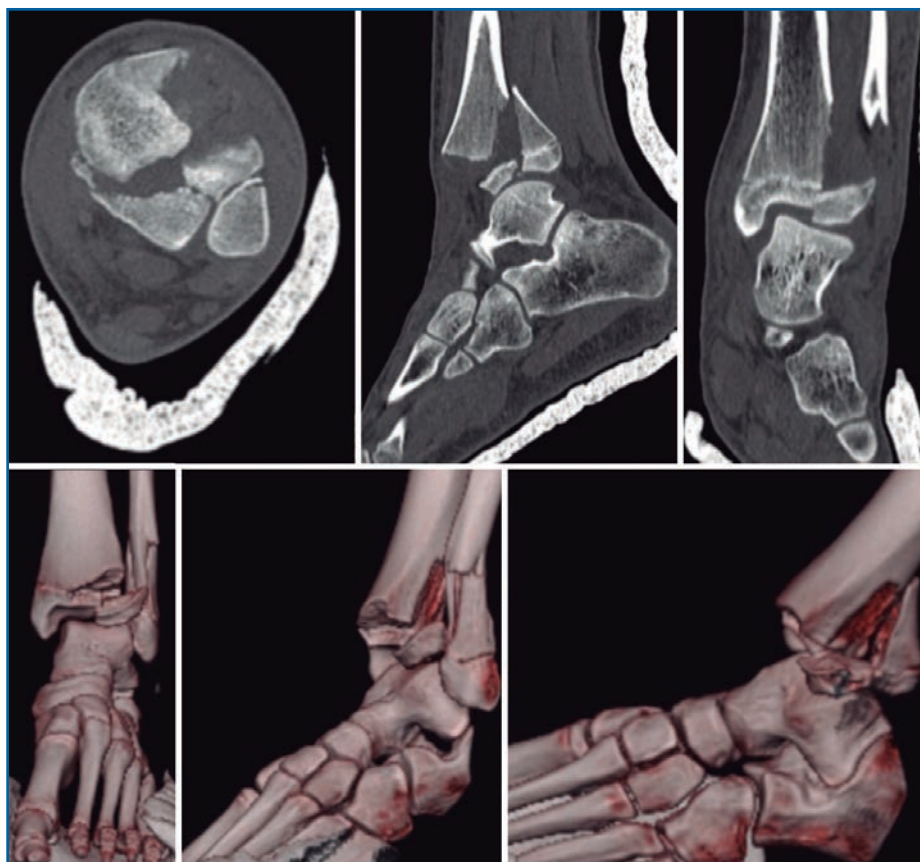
Tomografía computarizada + reconstrucción 3D: signo de Mercedes-Benz. Fractura Salter-Harris de tipo III en anteroposterior y de tipo II en proyección sagital + fractura de peroné.
